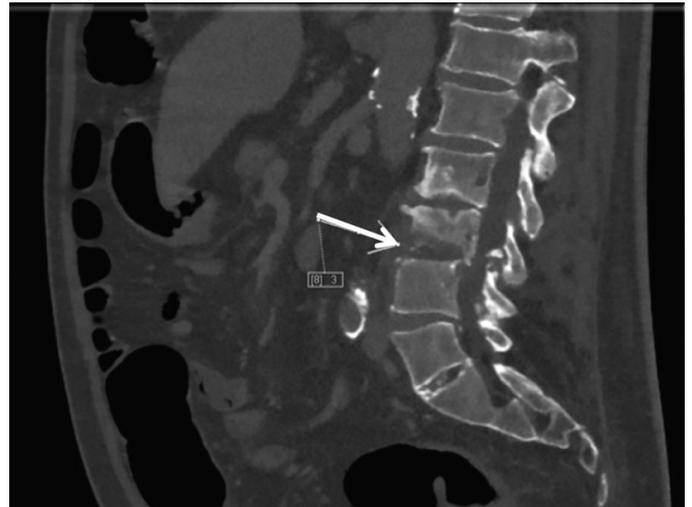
Выявленные рентгенологические признаки гематогенного остеомиелита.
